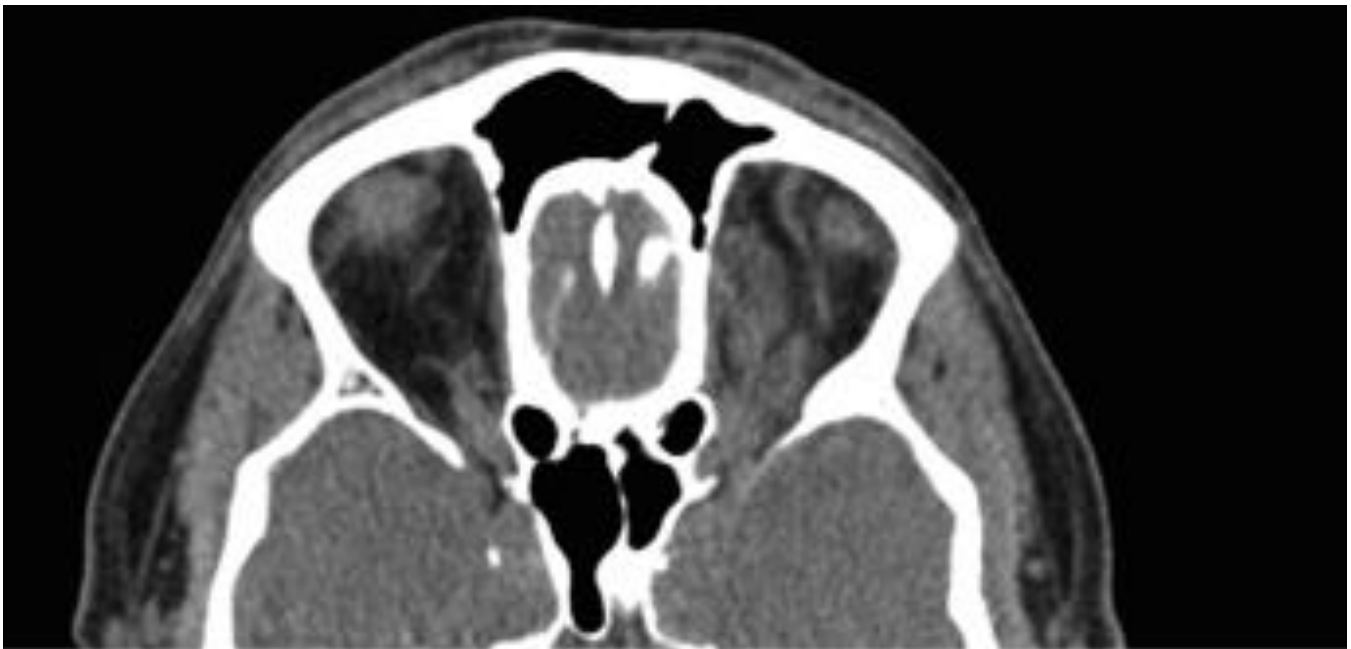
CELULITIS POST-SEPTAL ASOCIADA A COLECCIÓN. Corte axial de TC sin contraste del
